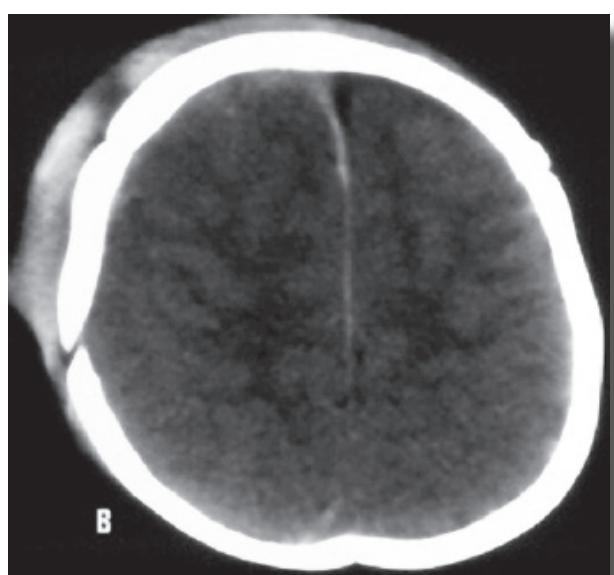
B) Tomografía de cráneo del mismo paciente que muestra sitio de fractura con desplazamiento
